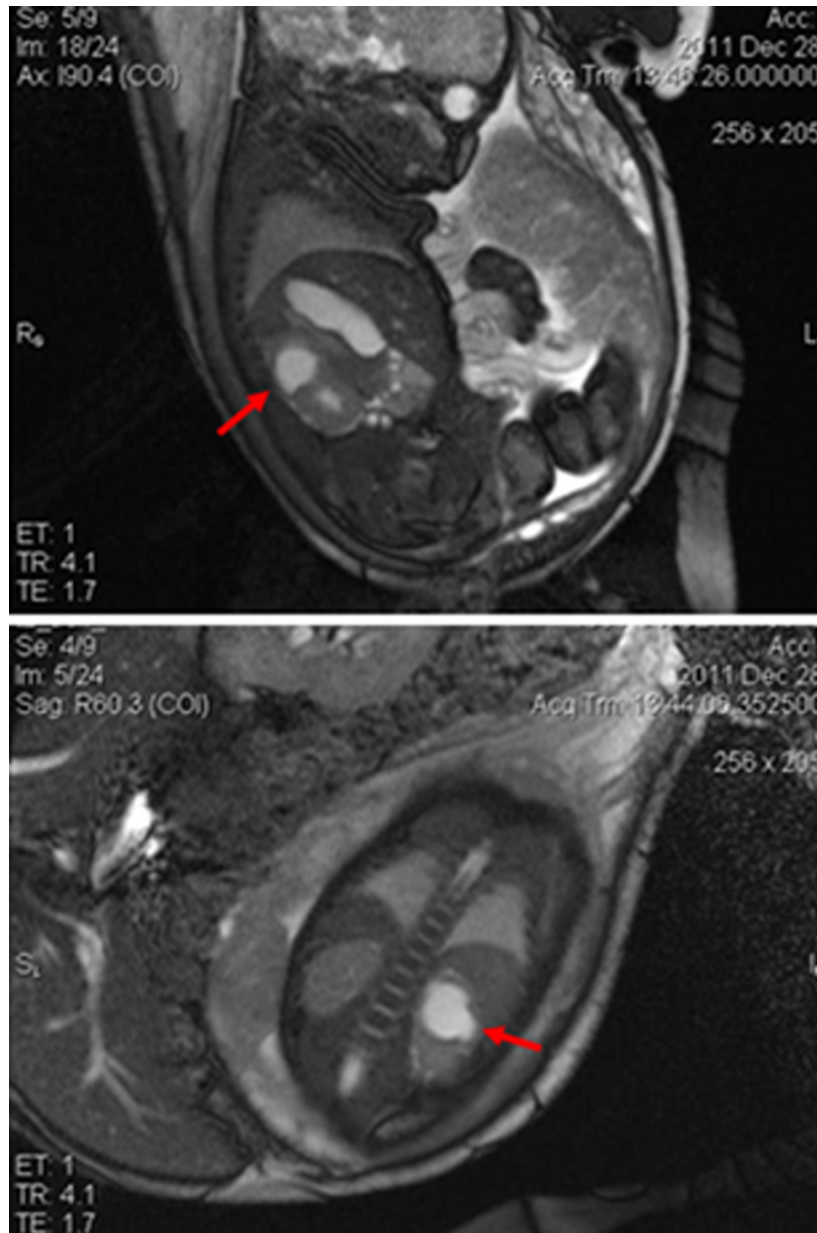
Ressonância magnética fetal mostrando a duplicação ureteropélvica à esquerda (ver setas).
